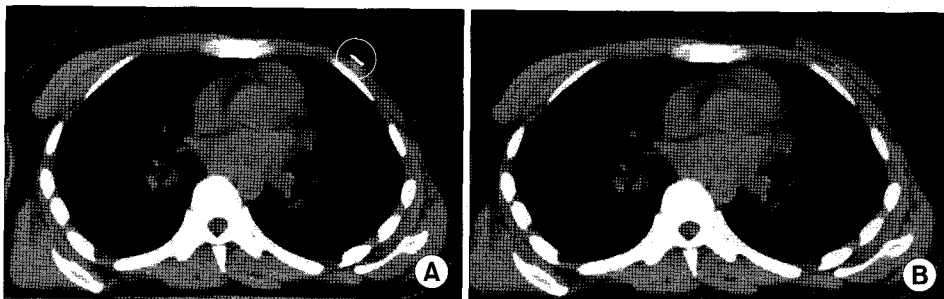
Photograph show plan CT image with angio-catheter for scar position marking (A, red circle) and bolus application (B).
